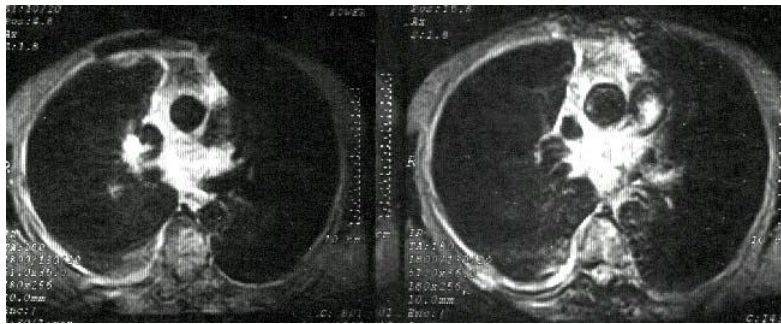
Imágenes de IRM pulmonar.
